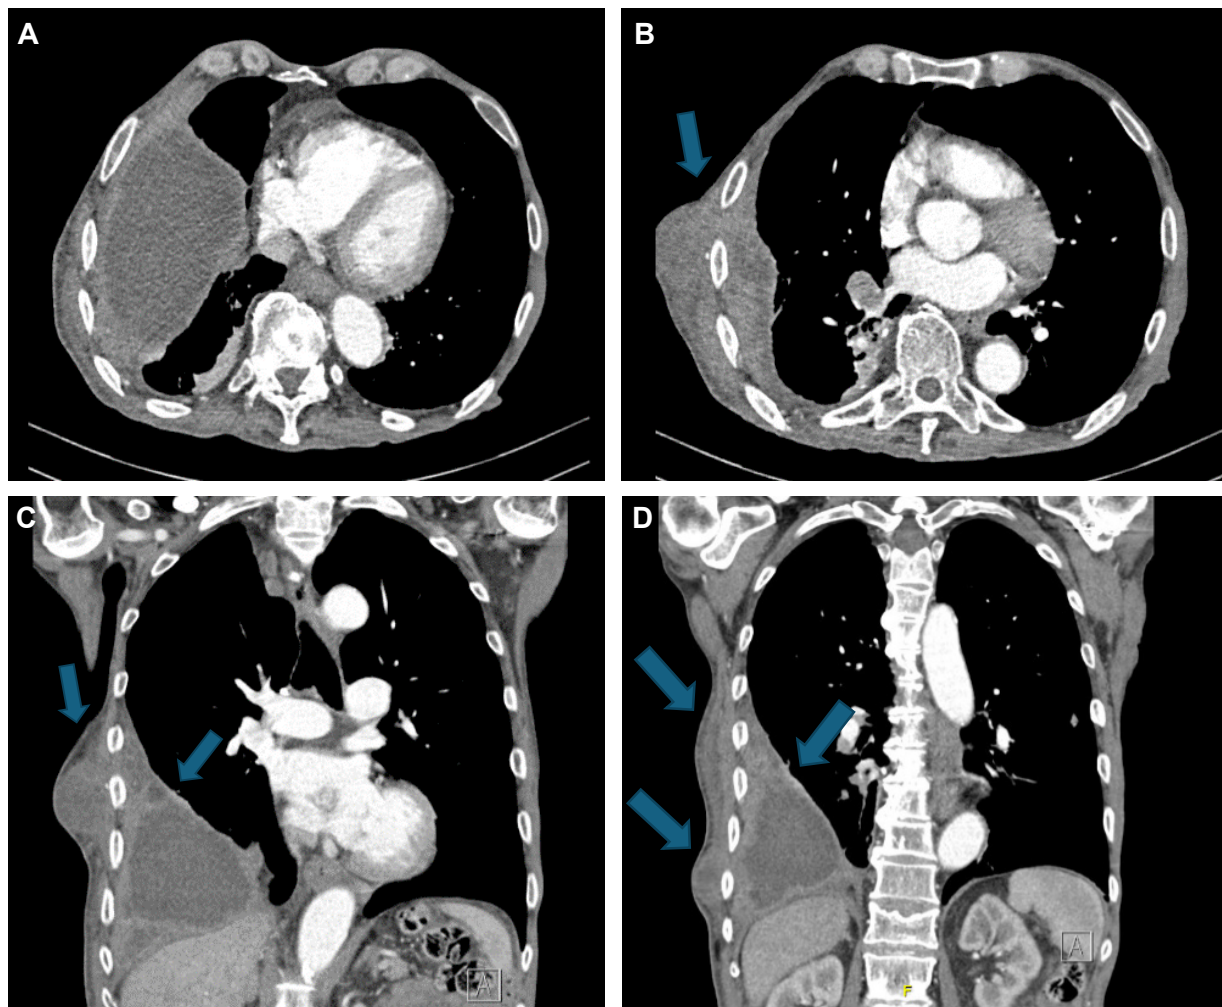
Tomografía axial computarizada donde se aprecia la presencia de líquido pleural loculado, con engrosamiento pleural y comunicación con la pared torácica. A. Corte axial, la flecha señala el empiema. B. Corte axial, la flecha señala el empiema que comunica con la pared torácica. C y D. Cortes coronales, las flechas señalan el empiema y las tumefacciones en la pared torácica.
